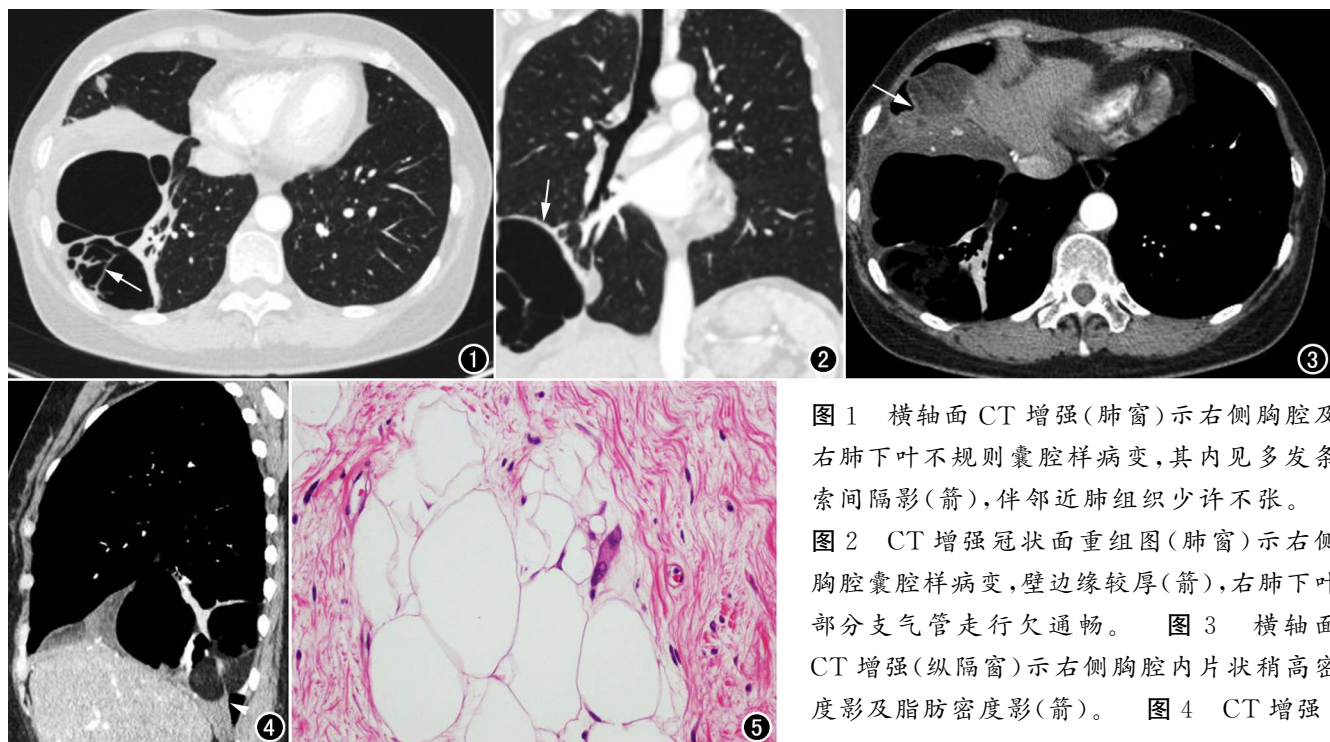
横轴面 CT 增强(肺窗)示右侧胸腔及右肺下叶不规则囊腔样病变,其内见多发条索间隔影(箭),伴邻近肺组织少许不张。
